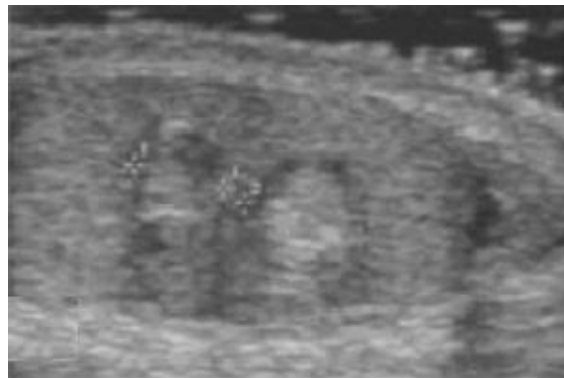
Aspect échographique en faveur de deux tératomes
